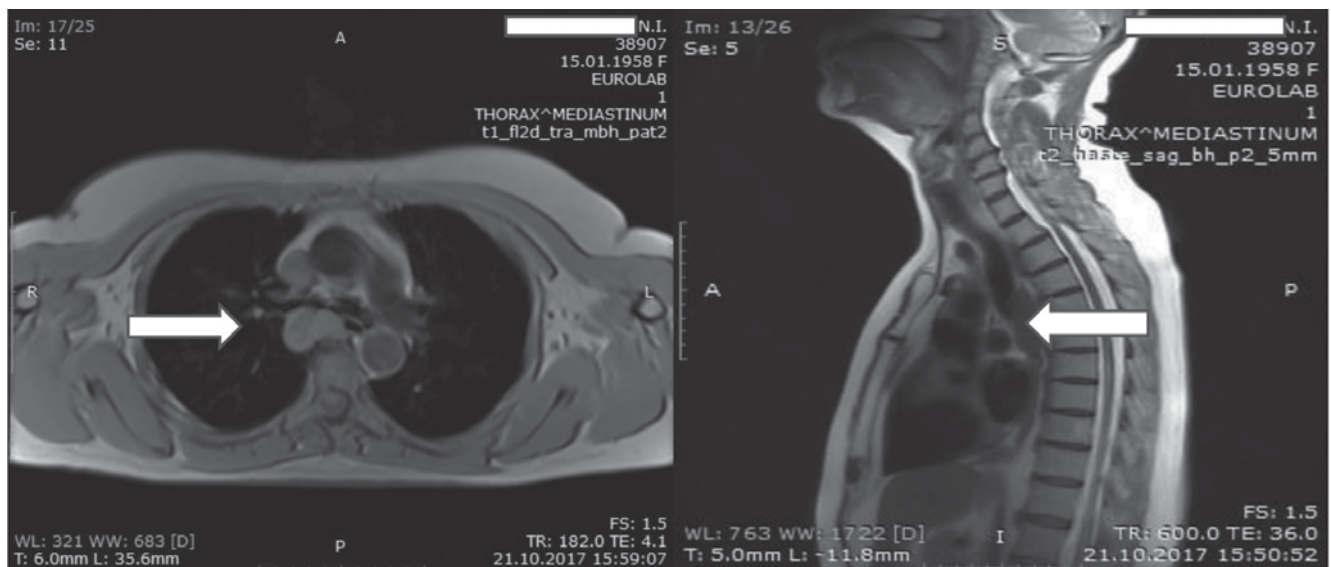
Магнітно-резонансна томограма межистіння. Стрілочками вказана лейоміома стравоходу
